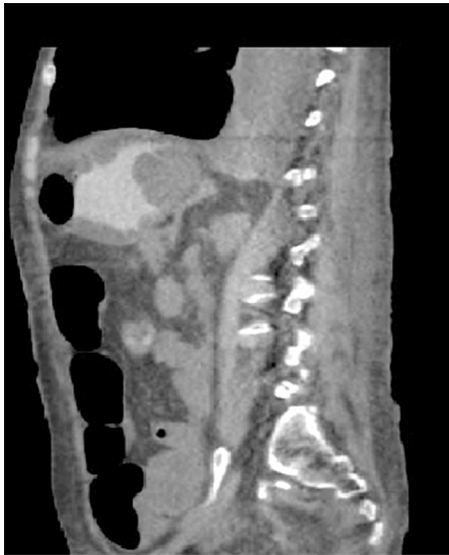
TC de abdome com contraste oral - corte axial - mostrando o espessamento da parede gástrica
